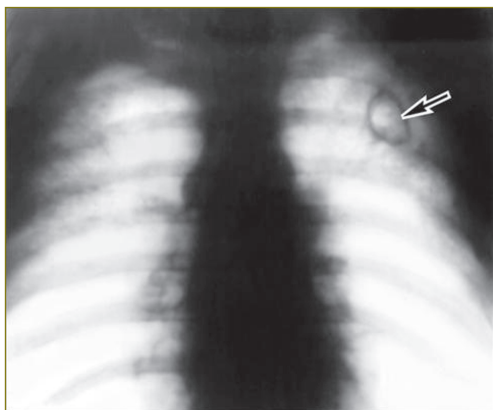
Томограмма легких в прямой проекции при кавернозном туберкулезе: в верхней доле левого легкого определяется каверна (указана стрелкой), окружающая легочная ткань не изменена
